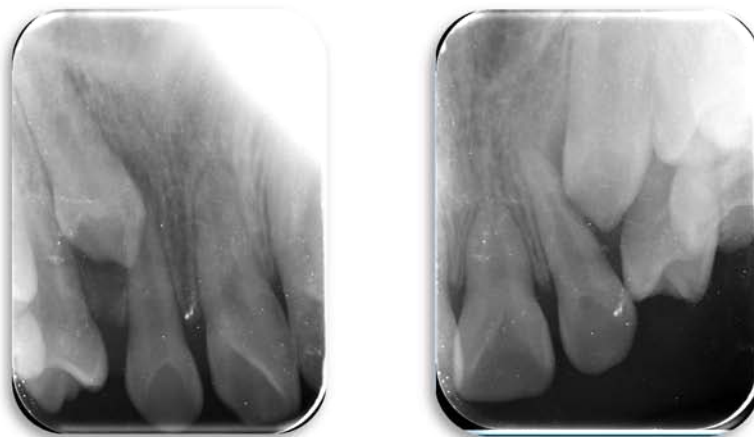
Radiografías periapicales del caso 1. Fuente propia.
